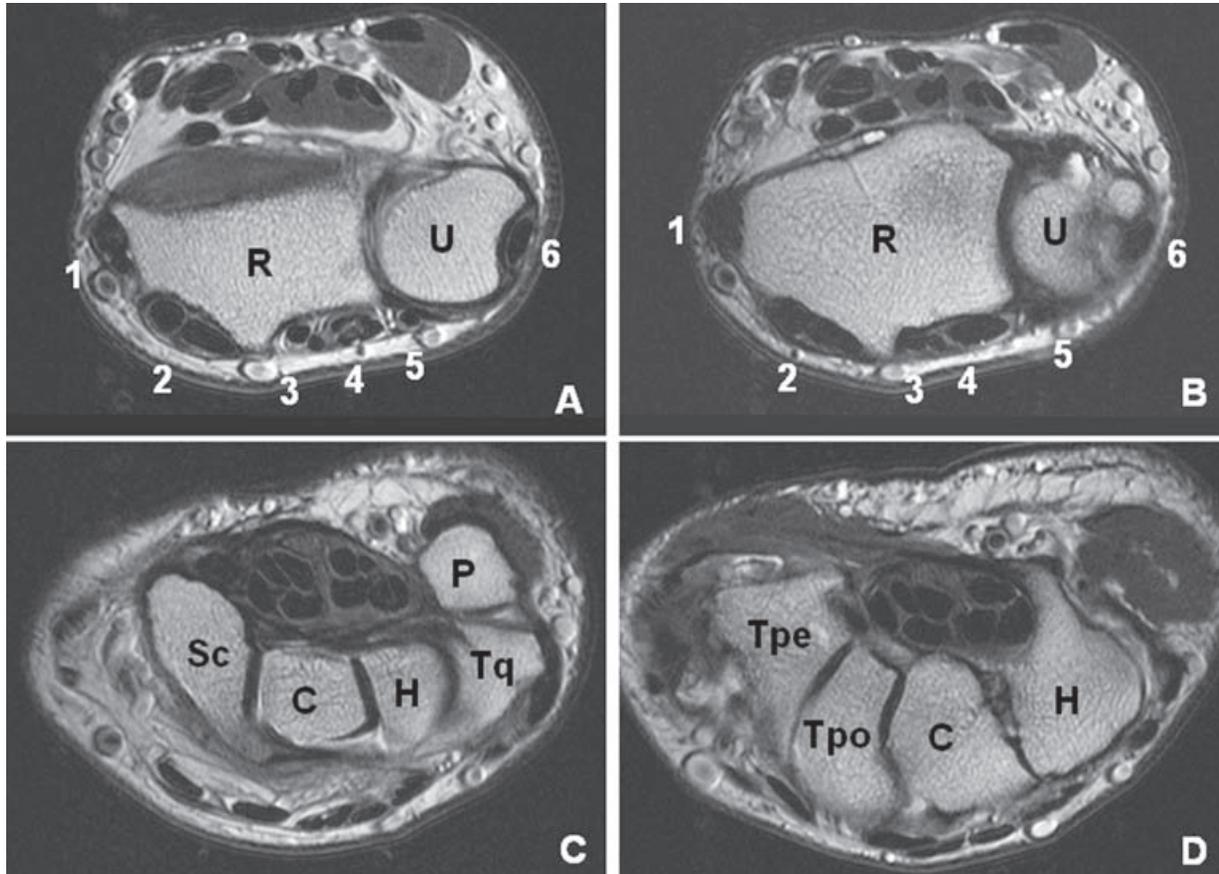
Anatomie du poignet sur des coupes axiales IRM.
